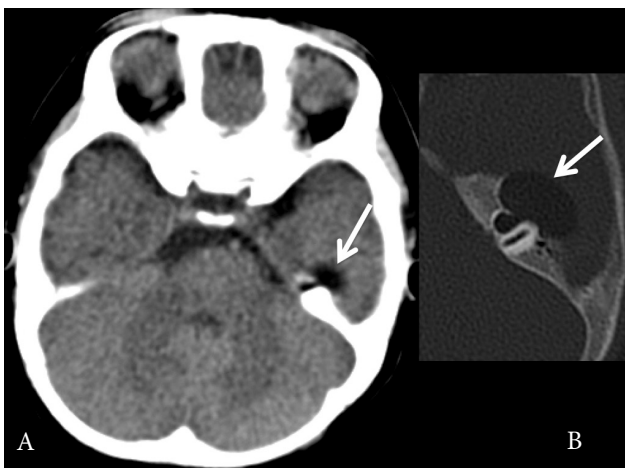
CT scan performed at 5 months, axial scans in soft tissue (A) and bone (B) windows depicting the temporal fossa mass (white arrow), extending directly from the inner ear structures. Notice the hypodensity corresponding to fat density.
